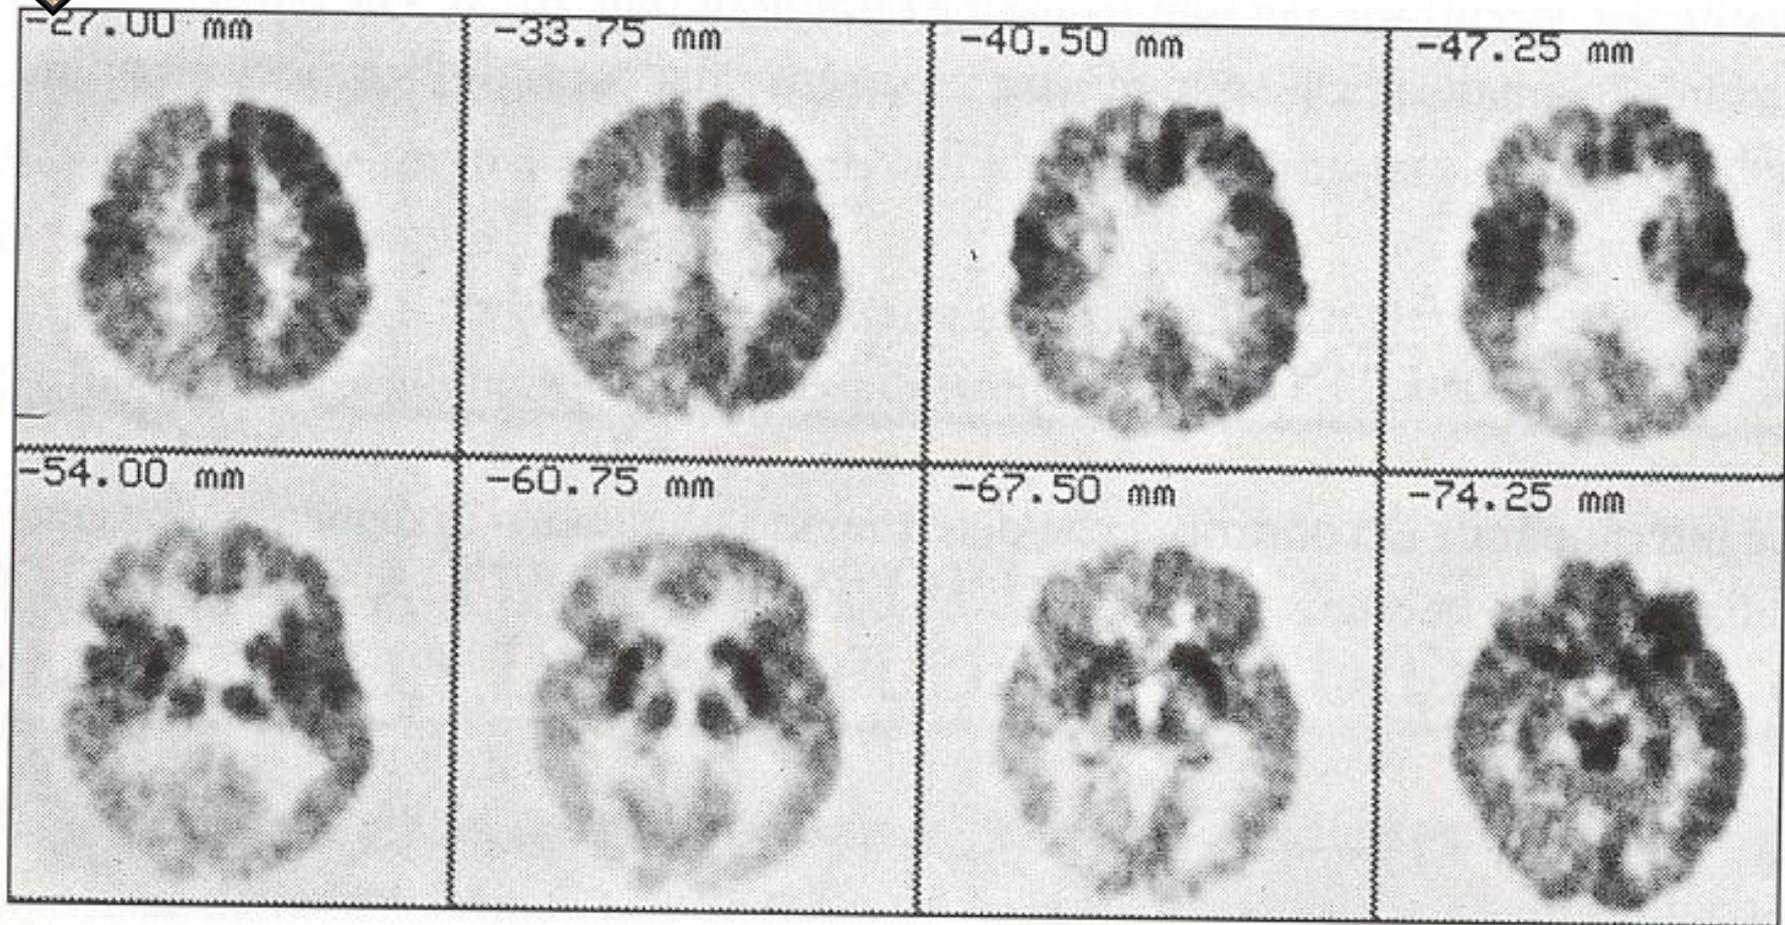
Atrofia parieto-occipitale. Scansioni PET.*
